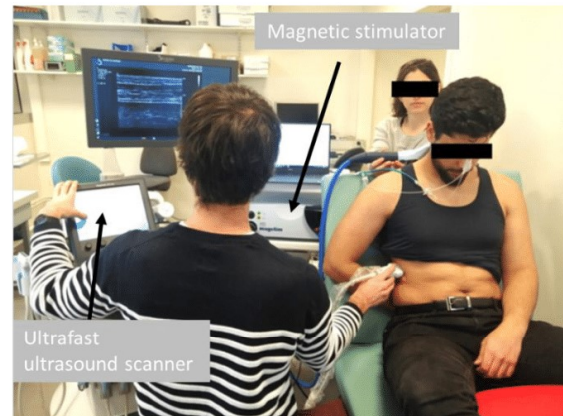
Experimental setup. The subject is equipped with an esophageal and gastric balloon while being cervical magnetic stimulation is delivered on the optimal stimulation spot. An ultrafast ultrasound scanner (Aixplorer, Supersonic Imagine, France) is used to image the zone of apposition of the right
